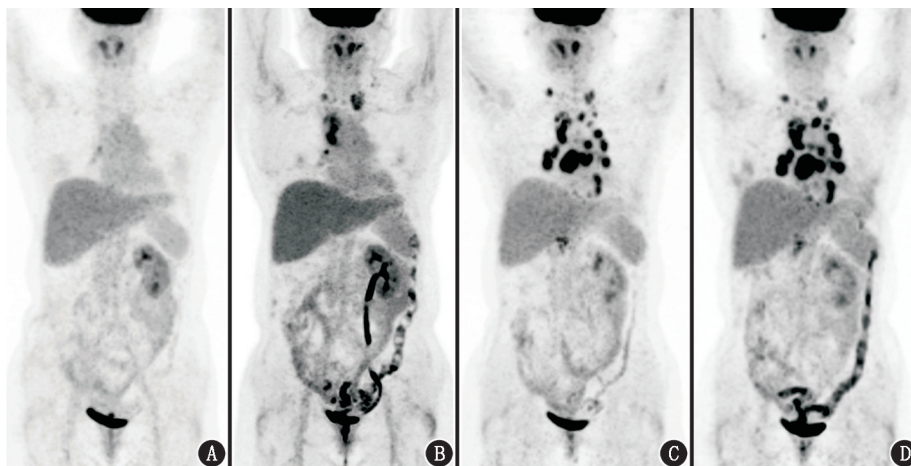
输尿管癌术后、新发多发淋巴结肿大患者(女,55岁) ^{18}F -脱氧葡萄糖(FDG)PET最大密度投影(MIP)图。A~D分别为术后、免疫检查点抑制剂(ICIs)治疗前、ICIs治疗4个疗程后及ICIs治疗10个疗程后的MIP图
